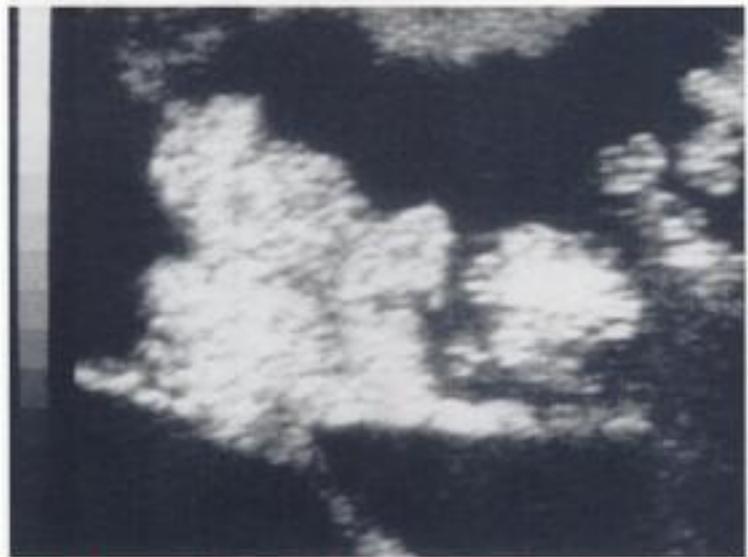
Échographie pelvienne d'un cancer de l'ovaire avec végétations métastatiques péritonéales et ascite.
